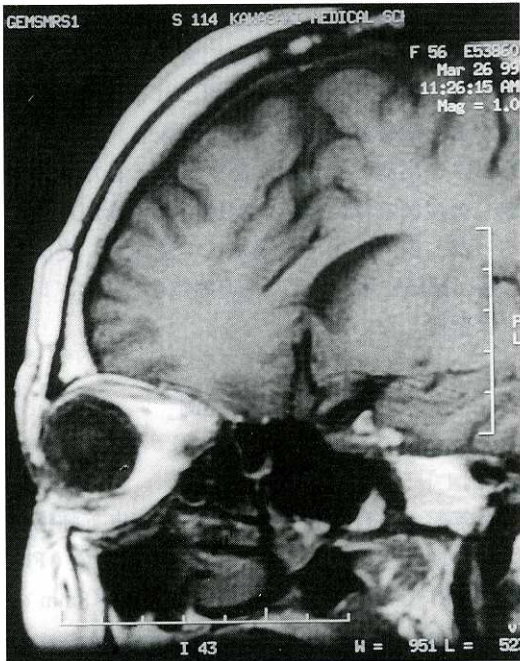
Case 1, Preoperative T1-weighted MR image shows the mass beneath frontal muscle as high intensity lesion.
